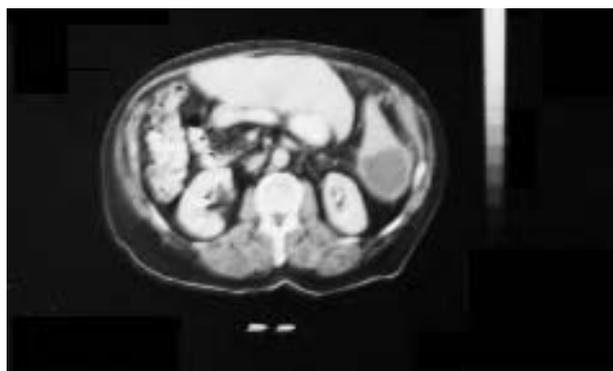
TC abdominal donde se evidencia lesión esplénica.
